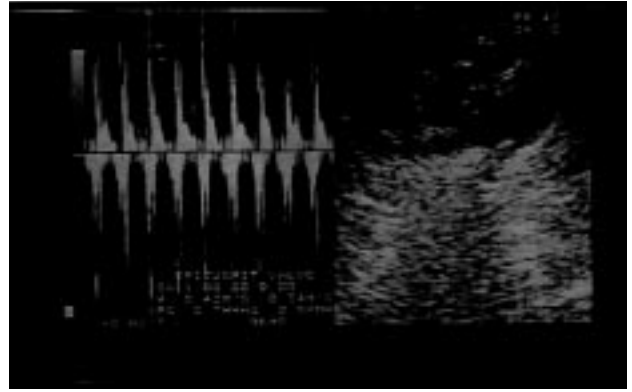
Mitral kapağa ait Doppler yöntemi ile elde edilen E ve A dalgalarının görüntüleri, akım hızları değerleri (a) ve zaman (b) değerleri.
